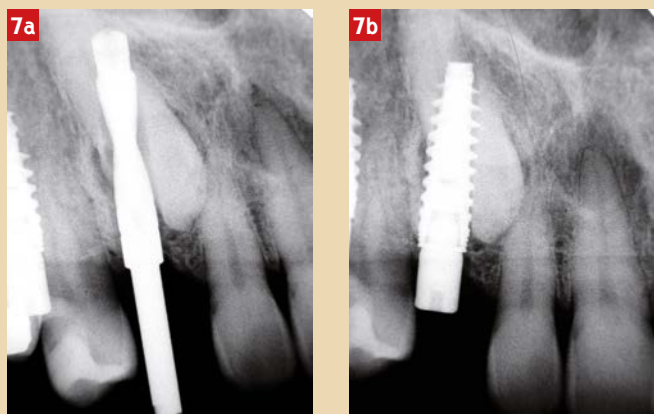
séquence radiographique
